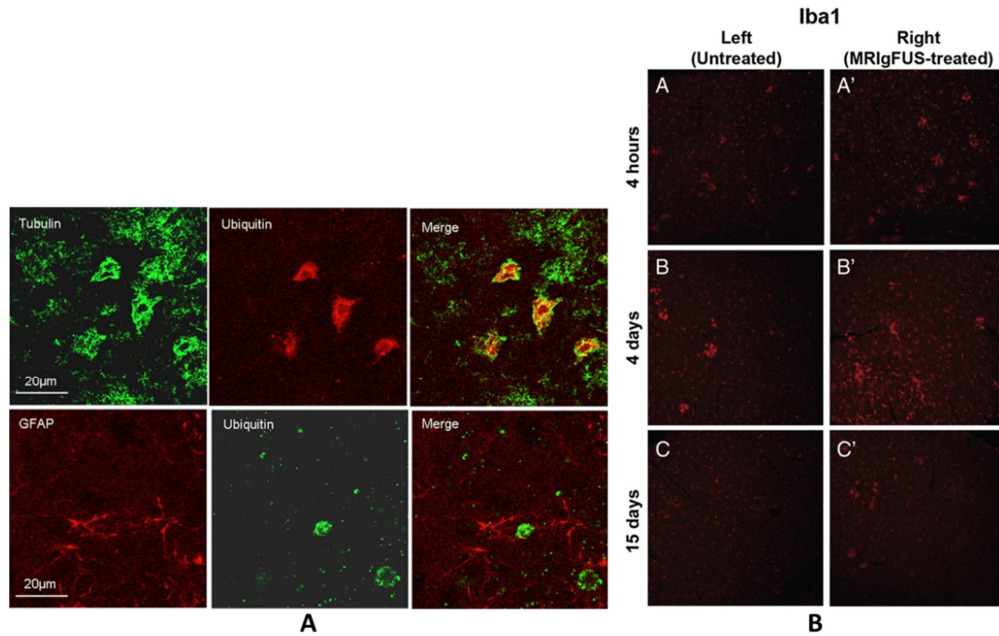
A. Ubiquitination sélective des neurones. Première ligne : double marquage de la tubuline (vert), spécifique des neurones, et de l'ubiquitine (rouge) (Alonso et al. 2010). B. Augmentation de l'activation de la microglie, marquée par Iba1 (rouge), au cours du temps dans la zone traitée par ultrasons (colonne de gauche) (Jordão et al. 2013).
